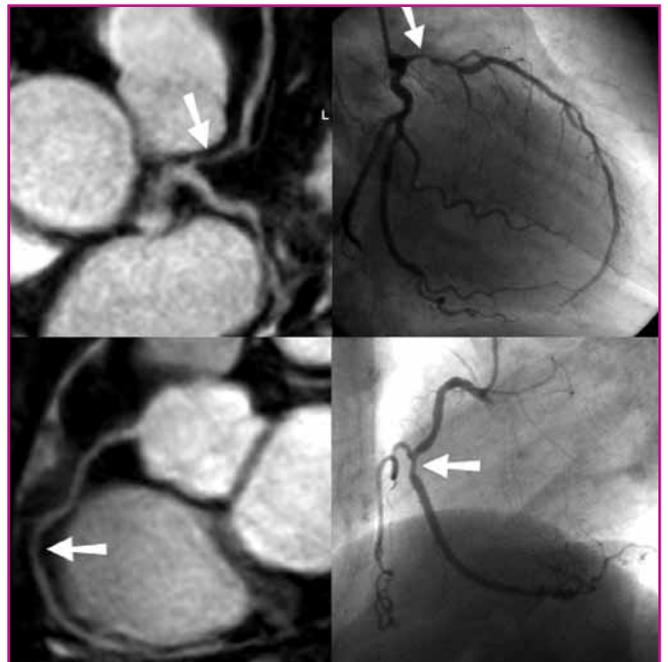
IRM coronaire mettant en évidence une sténose serrée de l'IVA proximale (haut, flèches) et une sténose non serrée du segment 2 de la CD (bas, flèches).
